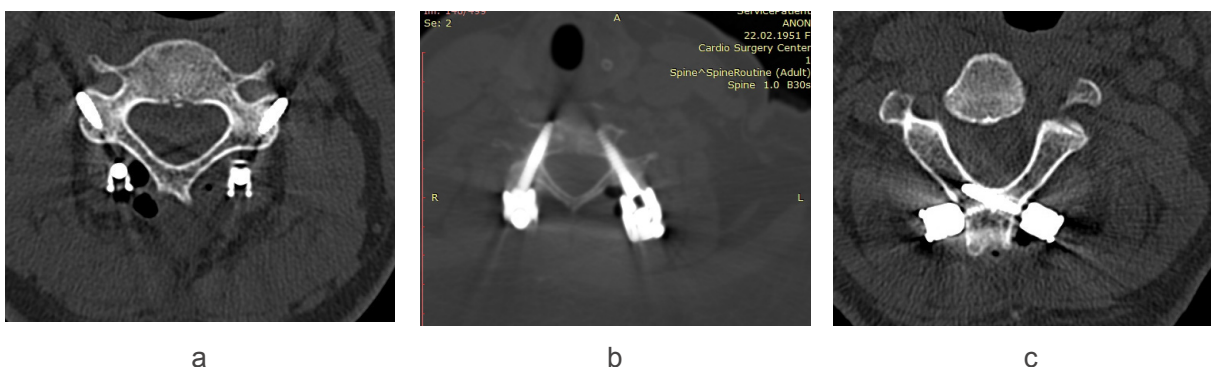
КТ в аксиальной проекции:
